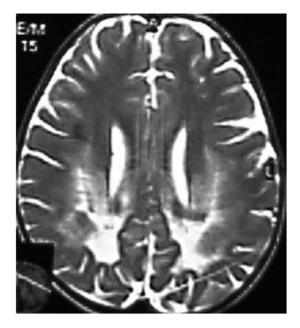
Магнитно-резонансная томография головного мозга при болезни Краббе-Бенеке
